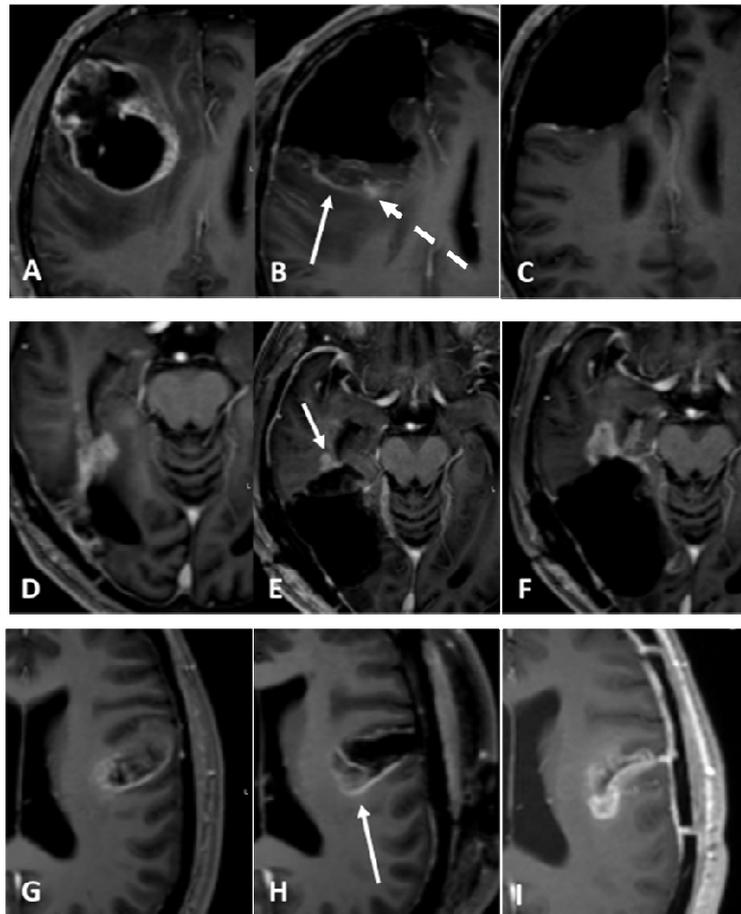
Prä-, postoperatives und follow-up MRT (3D T1w + KM). A-C zeigt reaktives lineares Enhancement, D-F noduläres tumorales Enhancement und G-I lineares tumorales Enhancement. - - -> : postoperatives Blut
